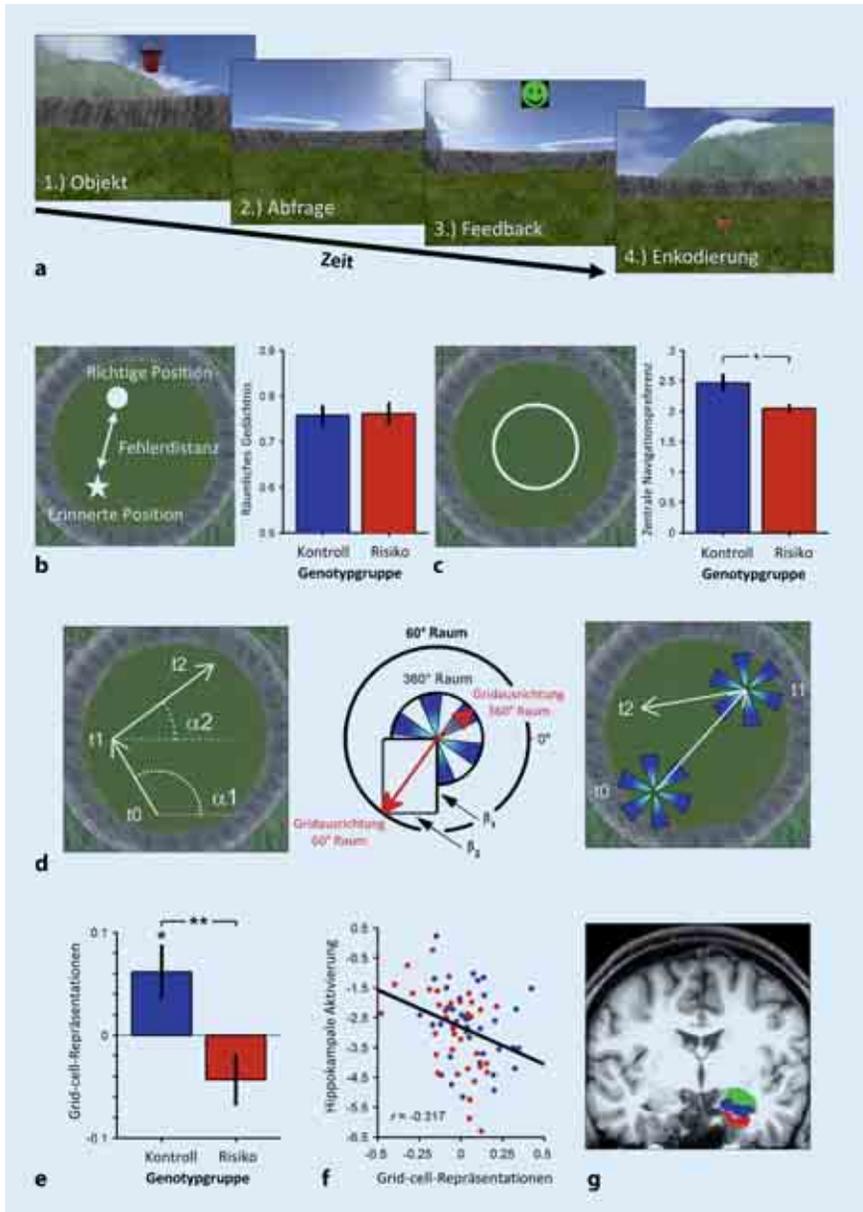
▲ Beeinträchtigung von *grid cell*-Repräsentationen im Gehirn genetischer Risikoträger für die Alzheimer-Erkrankung. a Virtuelle Navigationsaufgabe im MRT-Scanner. Die Probanden sind instruiert, sich an die Position von Objekten in einer virtuellen Arena zu erinnern und die Objekte an den korrekten Positionen abzulegen. b Genetische Risikoträger (*rot*) zeigen keine offensichtliche Beeinträchtigung ihres räumlichen Gedächtnisses im Vergleich zu Kontrollprobanden (*blau*). c Risikoträger zeigen eine veränderte Navigationsstrategie: Sie bewegen sich seltener im Zentrum der virtuellen Arena. d Analysestrategie für Identifikation von *grid cell*-Repräsentationen in fMRT-Daten: Zu jedem Zeitpunkt während der räumlichen Navigation wird die Bewegungsrichtung erfasst. Daraus werden in einer Hälfte der Daten bevorzugte Richtungen von *grid cell*-Repräsentationen errechnet. Diese Richtungen sind sechsfach rotationssymmetrisch (*blaue Abschnitte* mittlerer und rechter Abbildung). In der anderen Hälfte der Daten wird nun fMRT-Aktivität während Navigation innerhalb und außerhalb dieser bevorzugten Richtungen kontrastiert. e Ausprägung der Rasterzell-Repräsentationen bei Kontrollprobanden (*blau*) und bei genetischen Risikoträgern (*rot*). f Kompensatorische Mehraktivierung im Hippocampus von Probanden mit verminderten *grid cell*-Repräsentationen. g Untersuchte Gehirnregion (entorhinaler Kortex: *rot*) und angrenzende Nachbarregionen (Hippocampus, *blau*; Amygdala, *grün*). Abbildungen von Lukas Kunz
